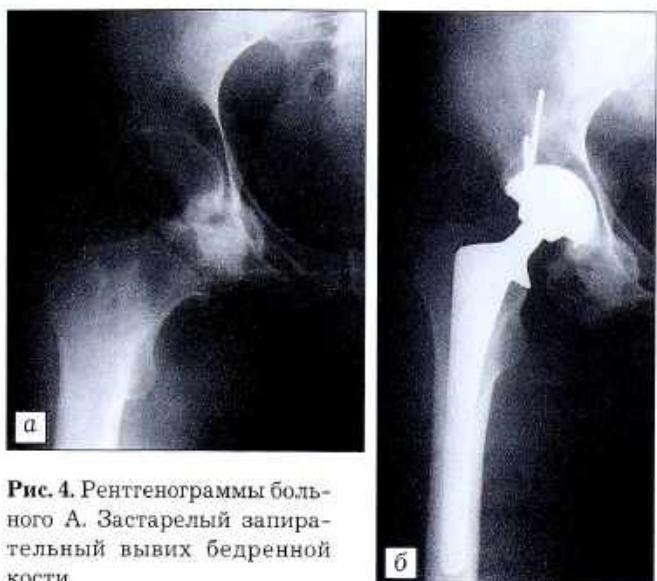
Рентгенограммы больного А. Заострелый запирательный вывих бедренной кости.
